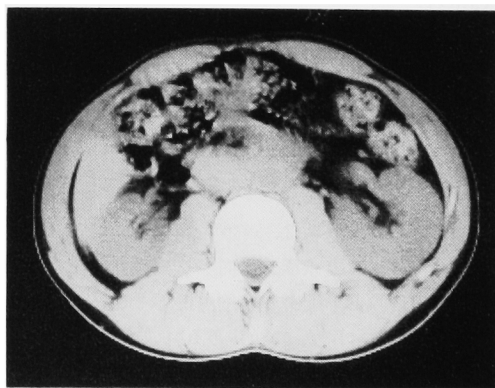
CT shows retroperitoneal lymph node swelling. (L3 level)
